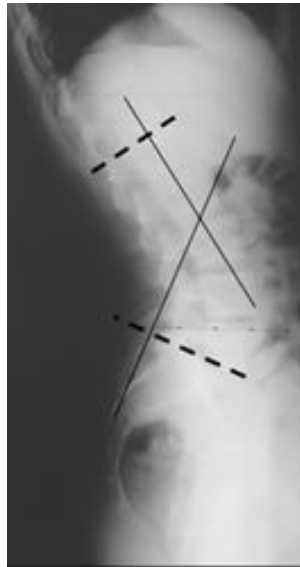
RADIOGRAPHIE DE PROFIL MONTRANT UNE HYPERLORDOSE > 50°
